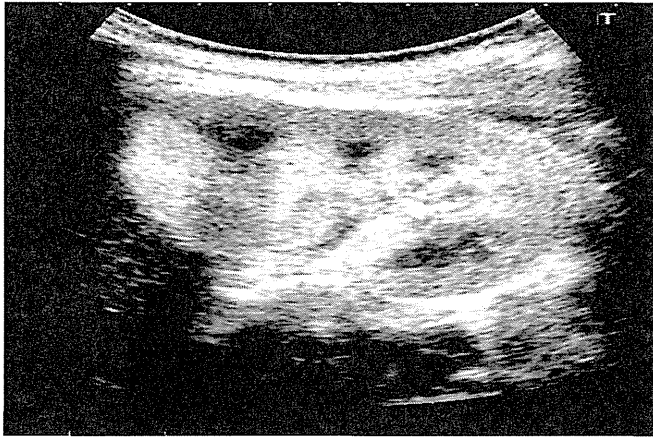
HUS患者に認められる腎実質の輝度亢進（右腎超音波検査）
